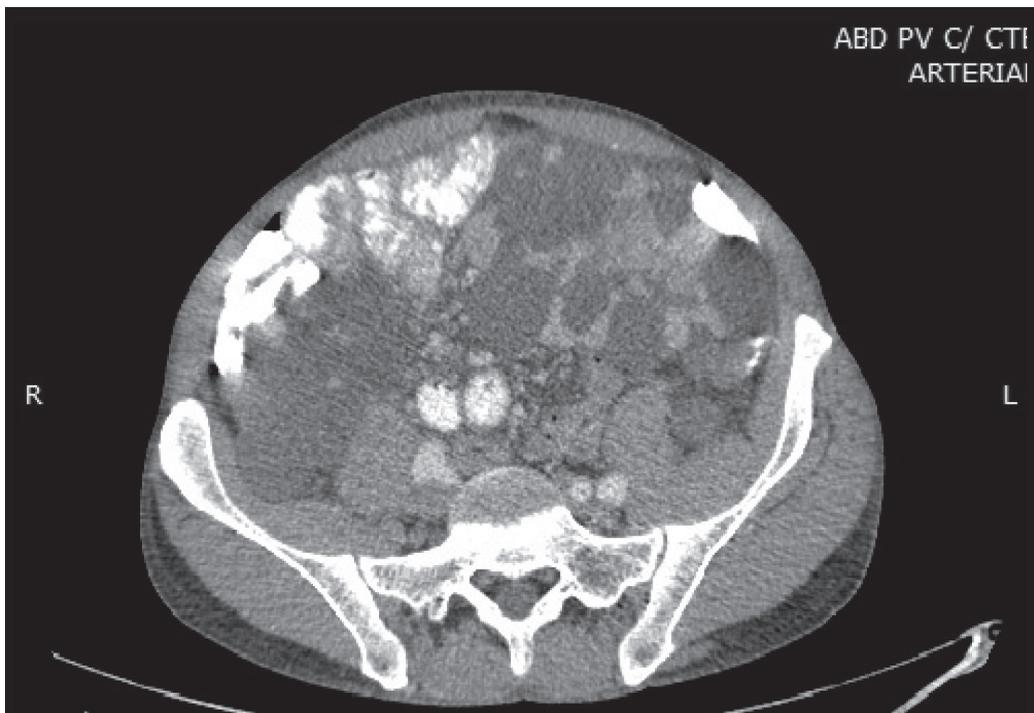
Tomografía de abdomen con contraste oral
